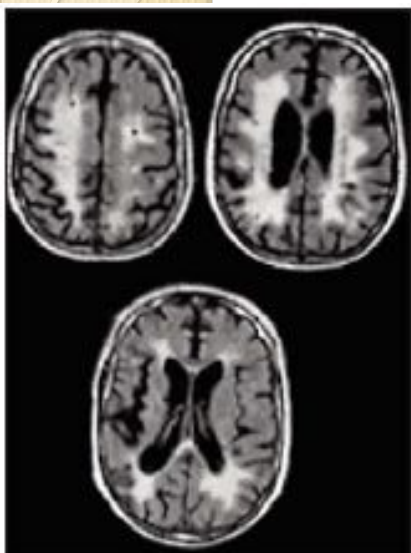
МРТ при дисциркуляторной энцефалопатии III стадии. Множественные лакунарные инфаркты, лейкоареоз, выраженная церебральная атрофия
